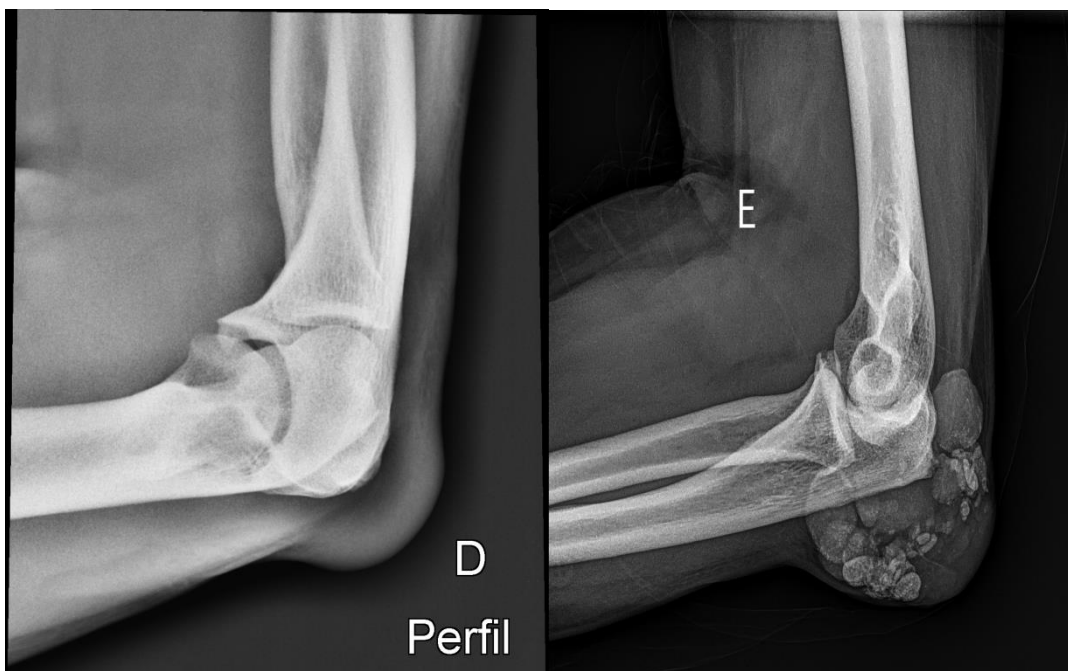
&4: Radiografia cotovelo direito demonstrando artrite gotosa aguda, com aumento de partes moles, e do cotovelo esquerdo demonstrando gota tofácea crônica com calcificações.
